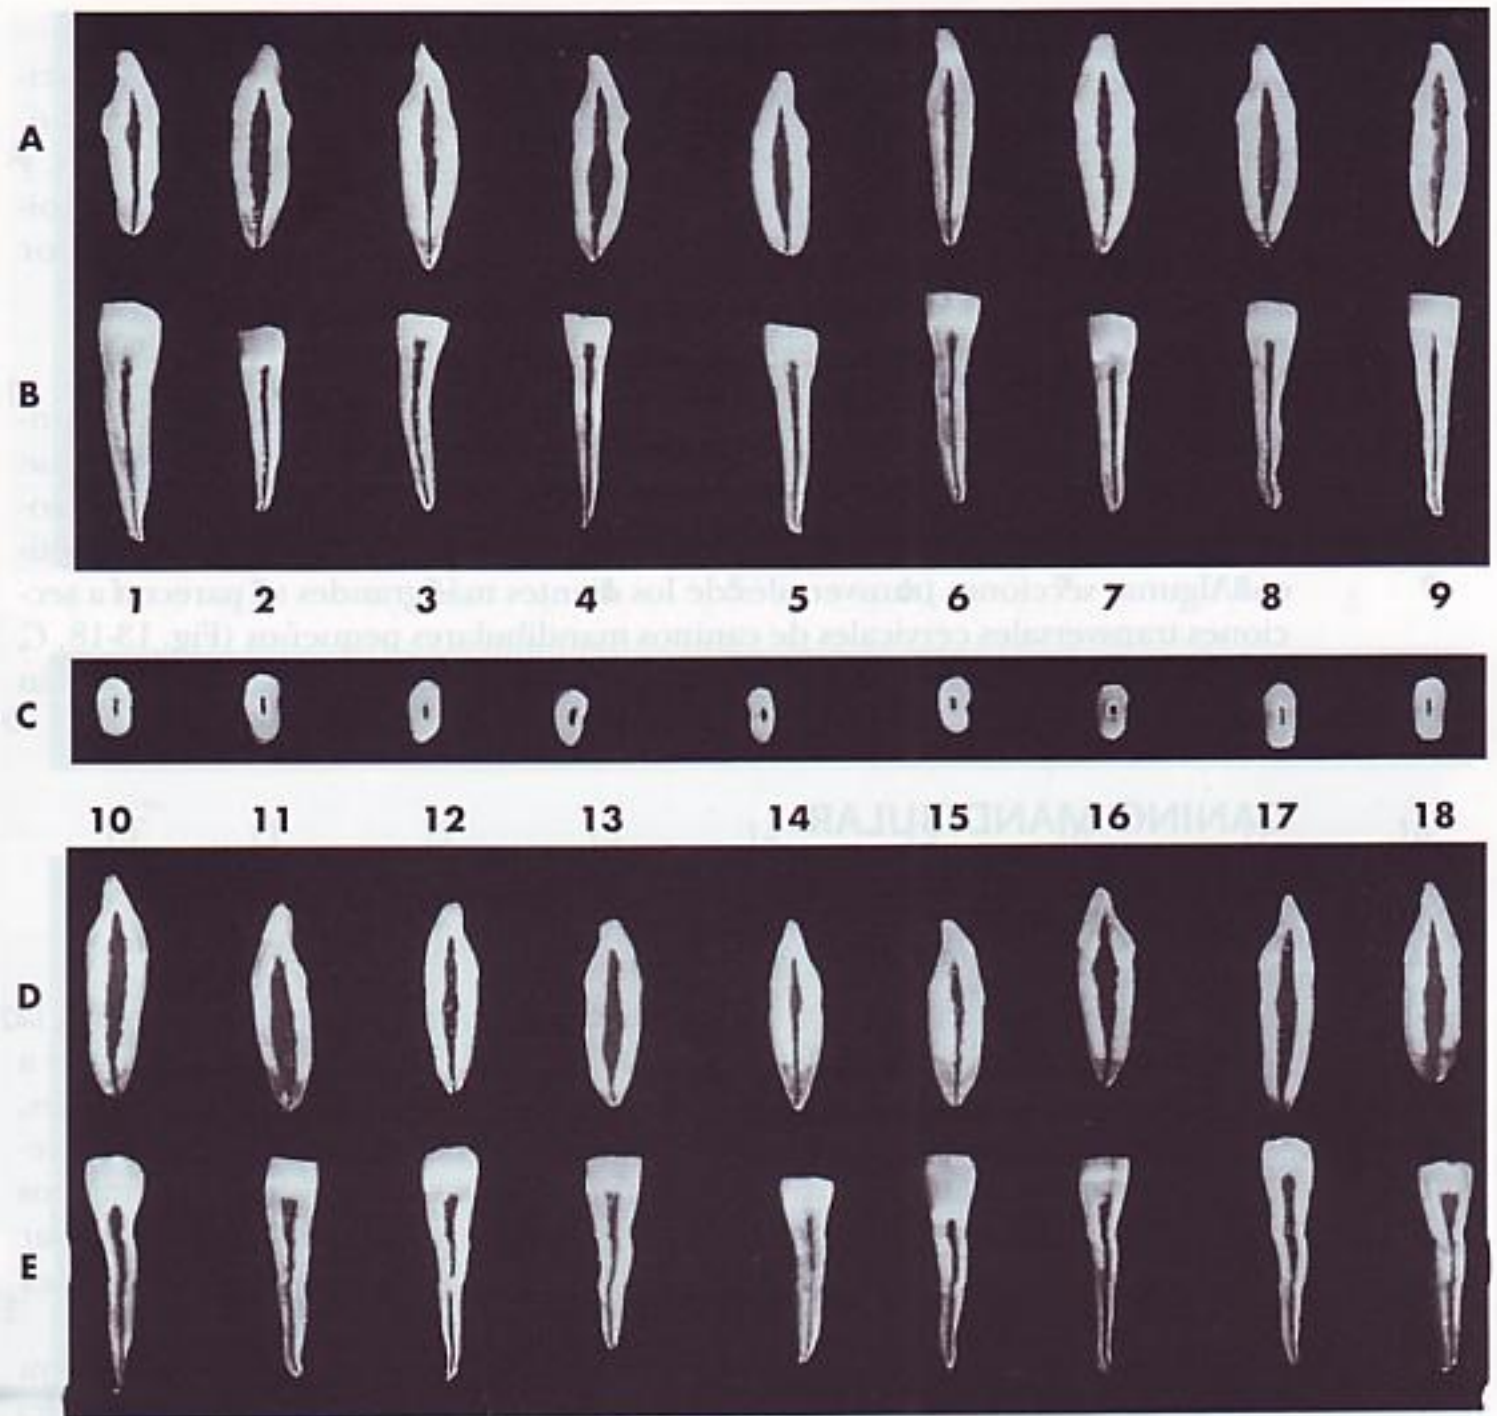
Incisivo lateral mandibular (segundo incisivo). A, sección vestibulolingual mostrando la superficie mesial y distal de la cavidad pulpar. Esta proyección no se puede ver en las radiografías dentales. B, sección mesiodistal mostrando la superficie vestibular y lingual de la cavidad pulpar. C, sección cervical transversal en la UAC mostrando la cámara pulpar. Corresponde a la entrada del conducto o conductos radiculares que se pueden ver en el suelo de la cámara pulpar. D, sección vestibulolingual mostrando la superficie mesial y distal de la cámara pulpar. E, sección mesiodistal mostrando la superficie vestibular y distal de la cavidad pulpar.
